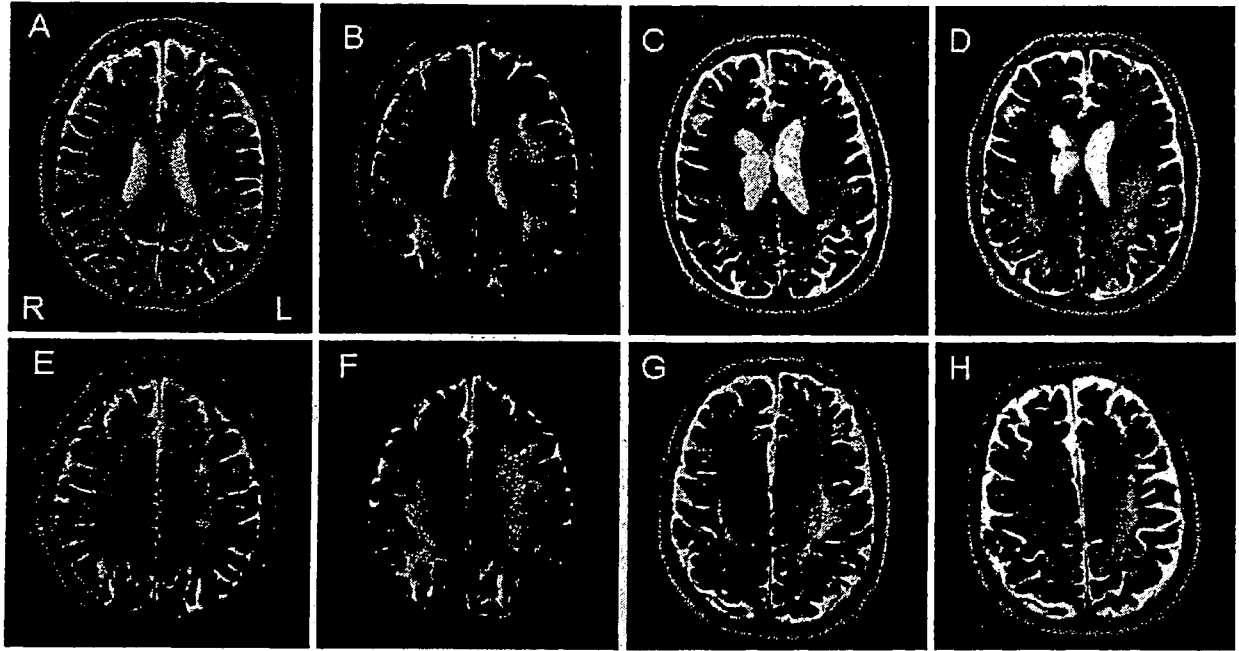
Axial T2WI of MR images (3.0 Tesla, TR 4,000, TE 120)
